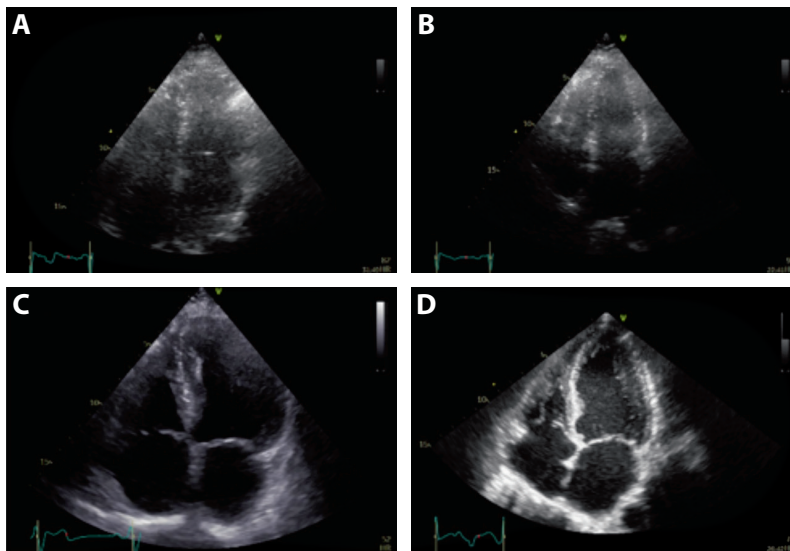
Quality grades of left ventricle apical four-chamber view*
